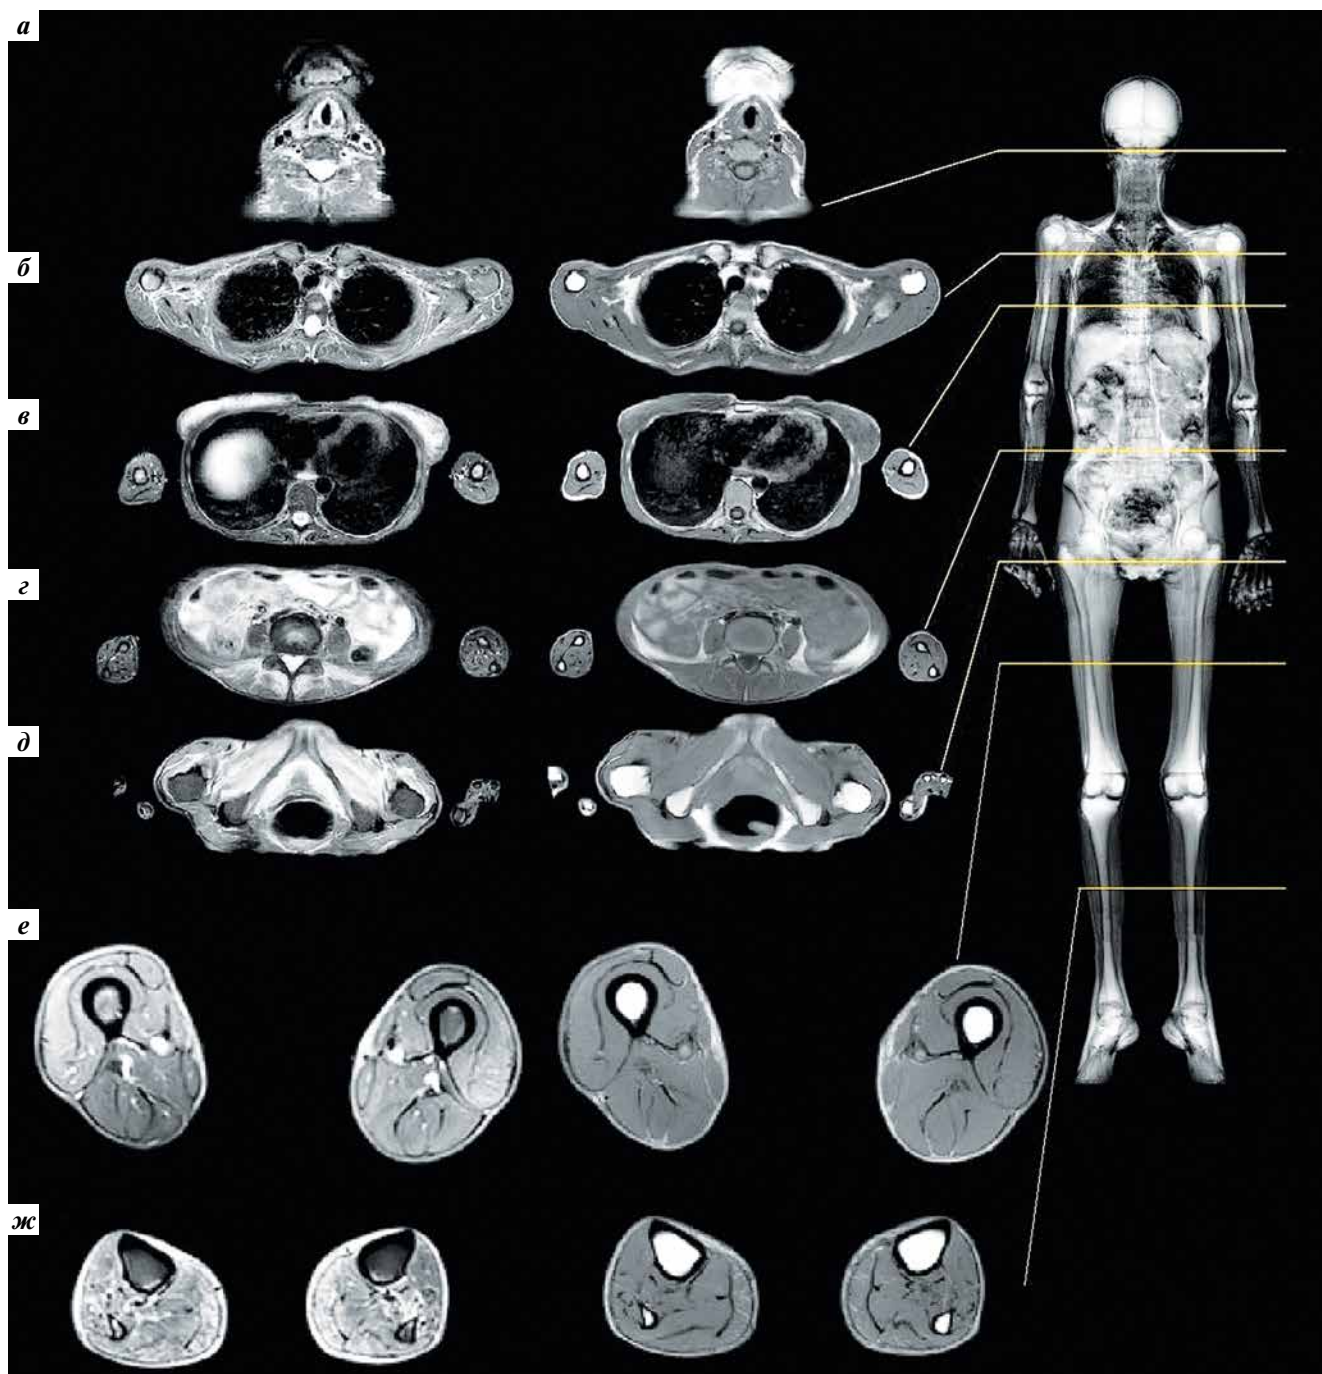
Магнитно-резонансная томография тела (T2-взвешенные изображения и STIR): а – уровень основания черепа; б – уровень верхнего пояса конечностей; в – уровень грудной полости (Th8); г – уровень брюшной полости (L5); д – уровень больших вертелов бедренных костей; е – уровень средней трети бедер; ж – уровень голеней
